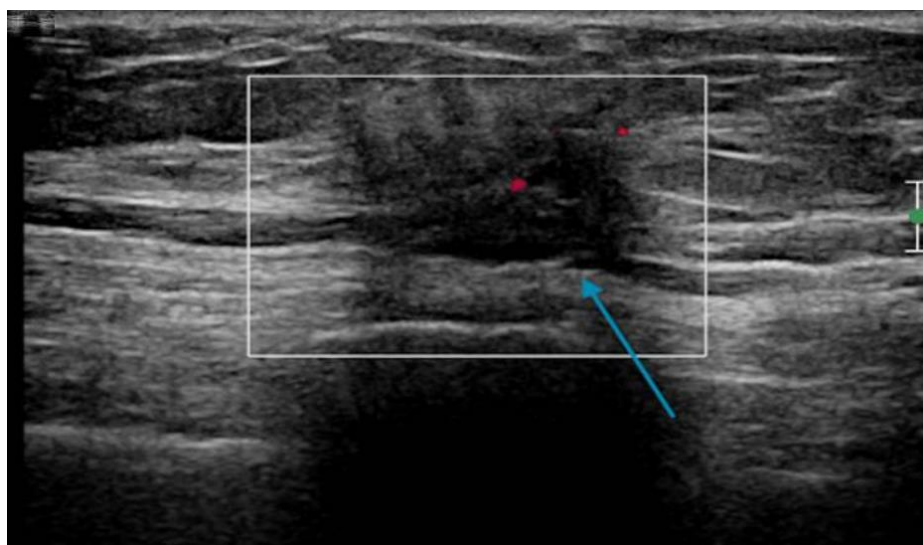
Échographie ciblée du sein gauche montrant une masse hypoéchogène irrégulière, non parallèle, spiculée, mesurant 1,1 × 0,7 × 0,8 cm avec cône d'ombre postérieure (flèche bleue) (126)
